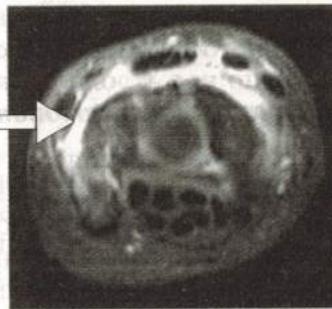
Магнитно-резонансная томограмма. Больная А., 34 года, длительность ревматоидного артрита 2 мес. Постконтрастное АХ Т1 FAT SAT ВИ. Усиление сигнала от утолщенной синовиальной оболочки лучезапястного сустава
